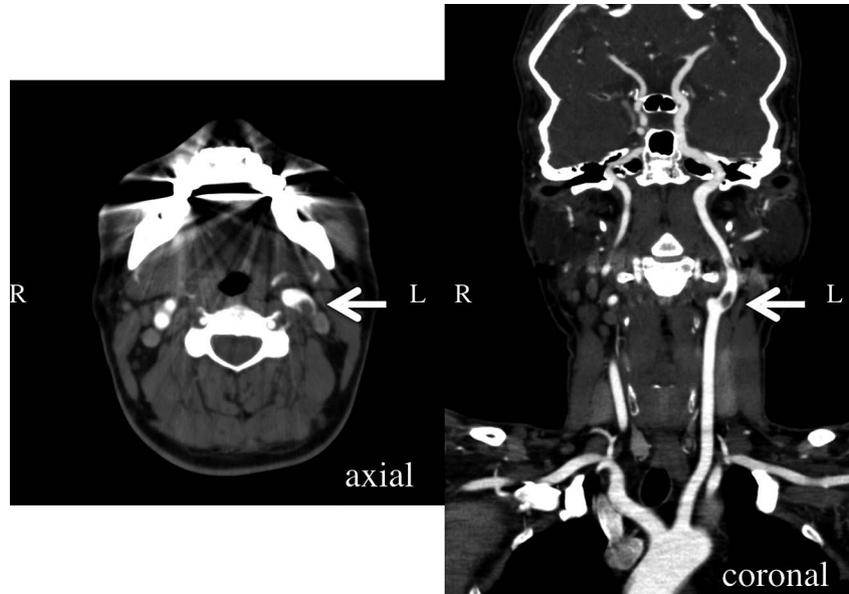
Neck CT-angiography on the second day in hospital.
